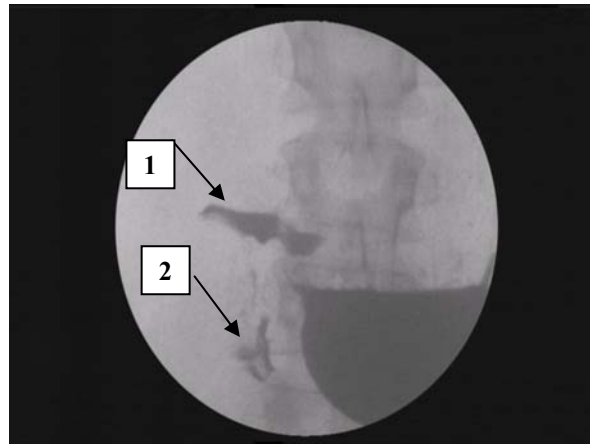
Рентгеноскопія шлунка. Горизонтальний рівень контрасту (1) в цибулині дванадцятипалої кишки. Незначна кількість контрасту в дуоденальній петлі (2)
